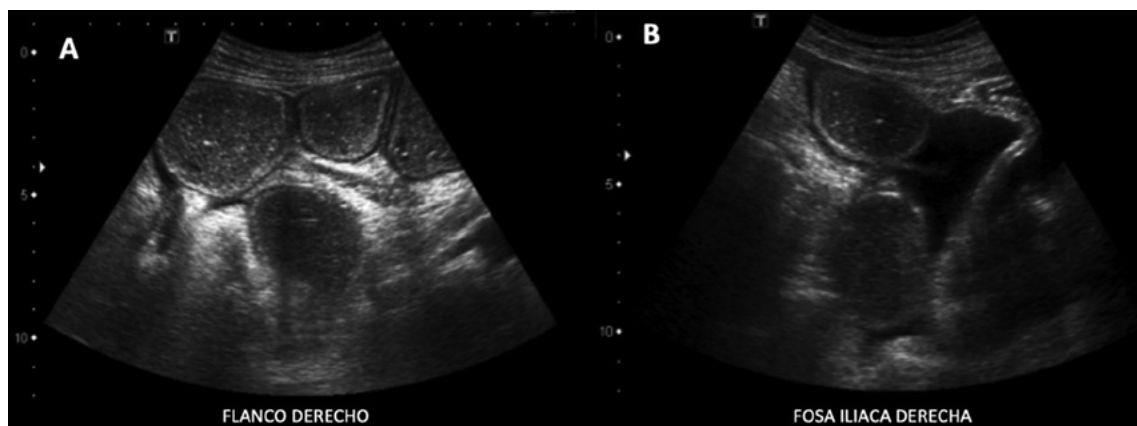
Ecografía abdominal (A, B). Hombre de 68 años con antecedentes de colecistectomía, ingresa por sospecha de tumor intraabdominal. Se observa masa redondeada heterogénea de predominio hipocogénica que se margina de un fino halo ecogénico con algunos spots ecogénicos en su interior que podrían representar pequeñas burbujas de aire.
